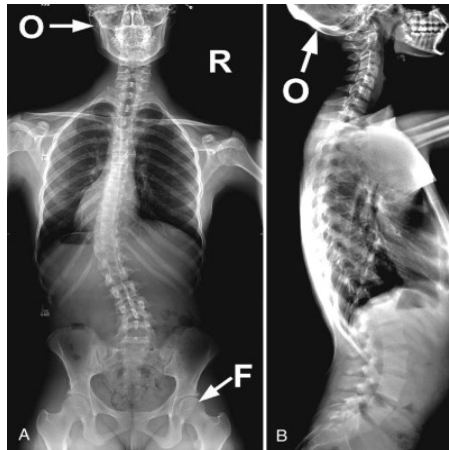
Radiografia antero-posteriore (sinistra) e latero-laterale (destra) di una curva scoliotica
